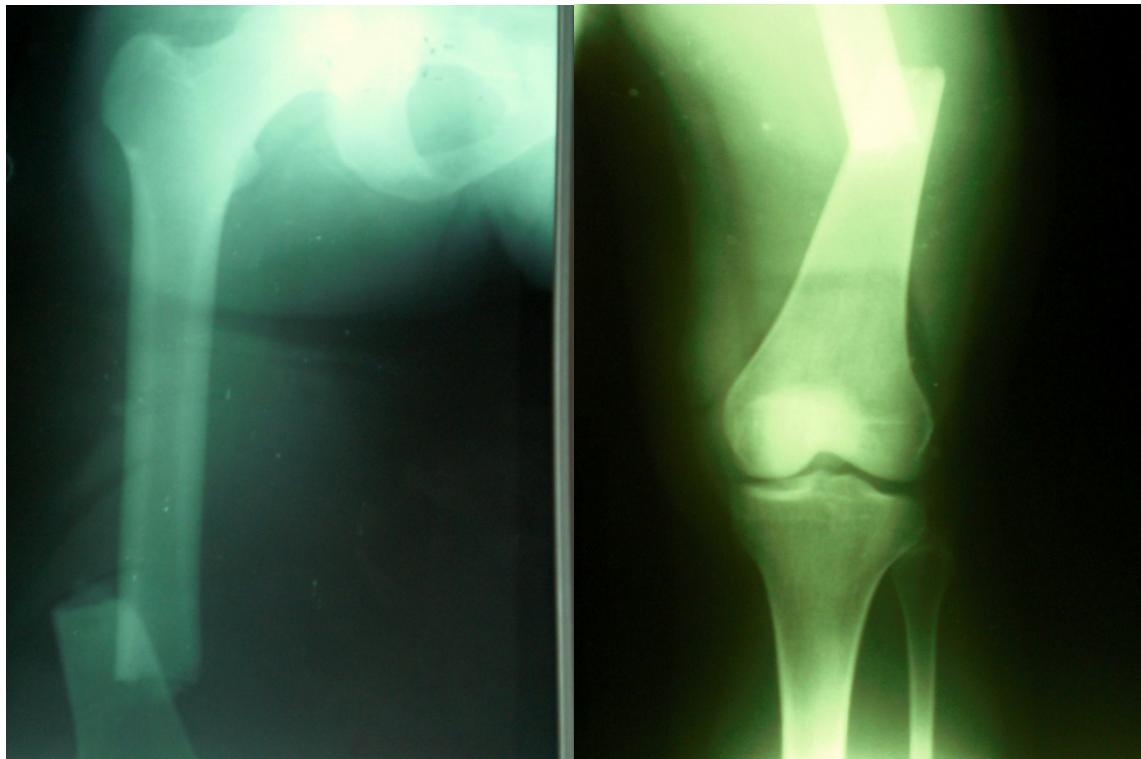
Radiographies montrant des fractures A 3.
